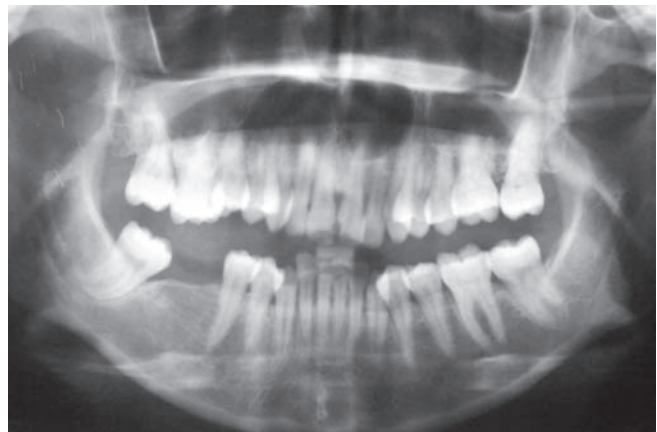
Radiografía durante el tratamiento de conductos de los dientes 2.1 y 2.2
